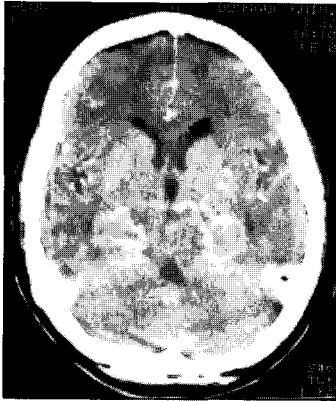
Brain CT Enhancement
